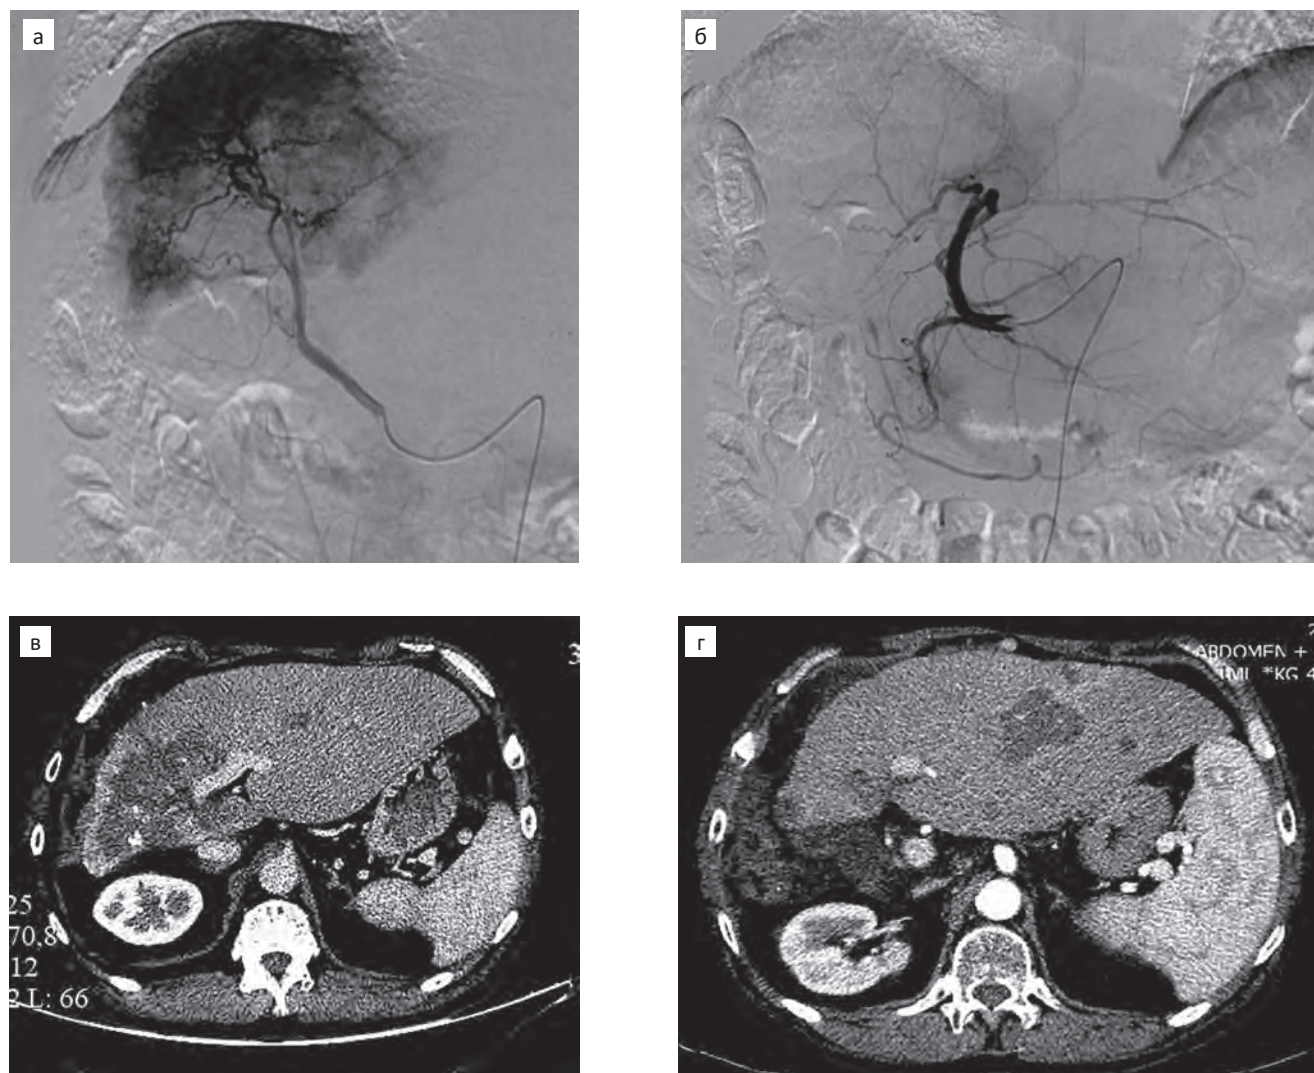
Ангиограммы (а, б) и МСКТ (в, г) больного М., холангиоцеллюлярный рак.
